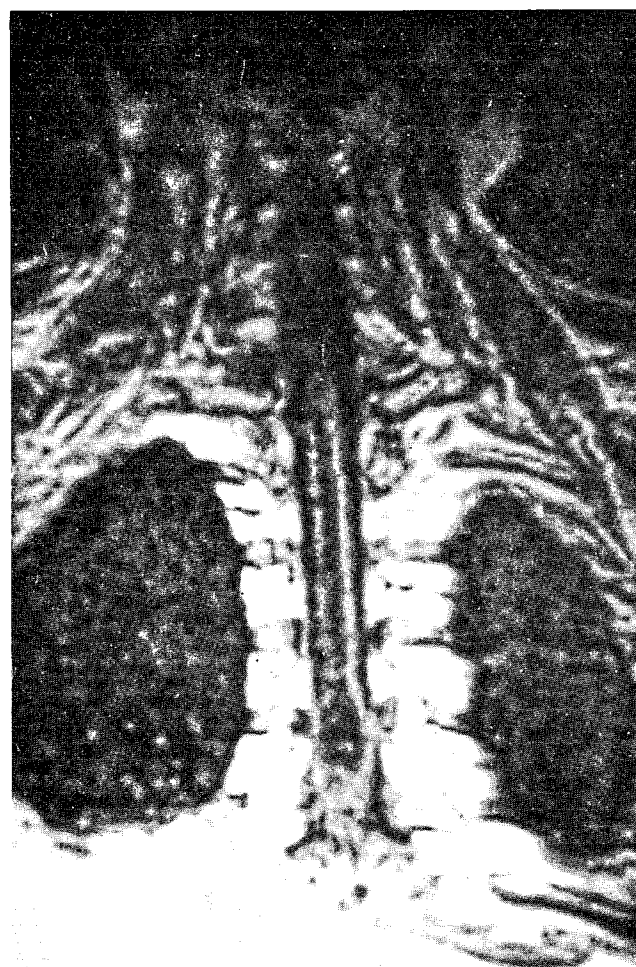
Stesso caso: scansione coronale RM post-operatoria in cui si apprezza la riduzione delle dimensioni della cavitazione midollare.
